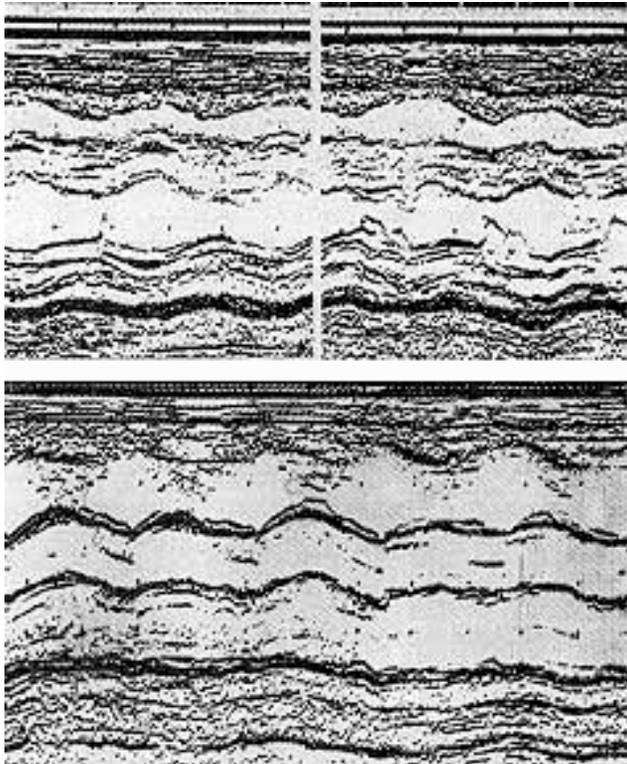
Ecocardiograma modo M realizado após reversão ao ritmo sinusal (10/10/83). Não há indícios de cardiopatia.
